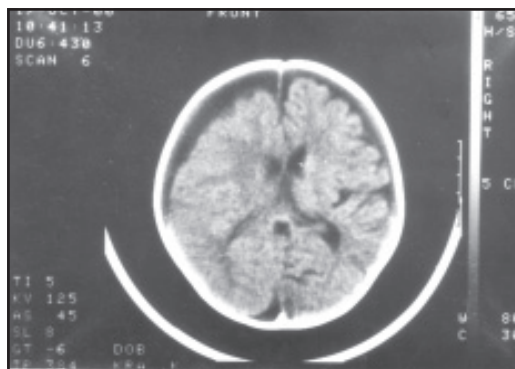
Компьютерная томограмма головного мозга. Последствие первичного нетравматического субарахноидального кровоизлияния. Признаки наружной гидроцефалии, преимущественно в лобных отделах, с атрофией мозгового вещества лобных долей головного мозга
